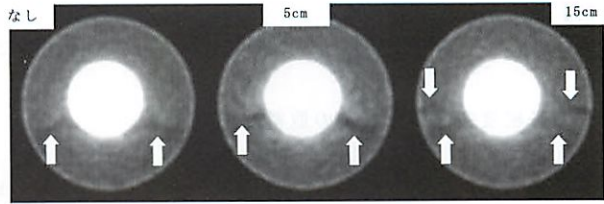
コントラスト強調 SPECT 画像 (方法②)
